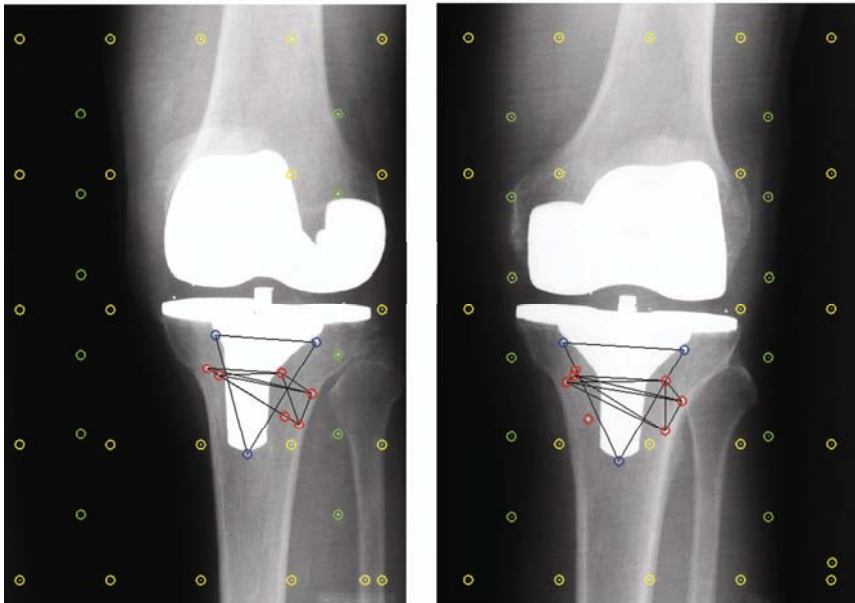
Linkes und rechtes Röntgenbild eines RSA-Röntgenbildpaares am Beispiel der Knie-Total-Endoprothese. Die tibiale Komponente ist mit drei zusätzlichen Messmarkern bestückt. Abgebildet sind die Messmarker der Kalibrierbox (gelb → untere Boxebene, grün → obere Boxebene), die Marker der tibialen Knie-Endoprothesen-komponente (blau) und die Messmarker im Knochen (rot).
